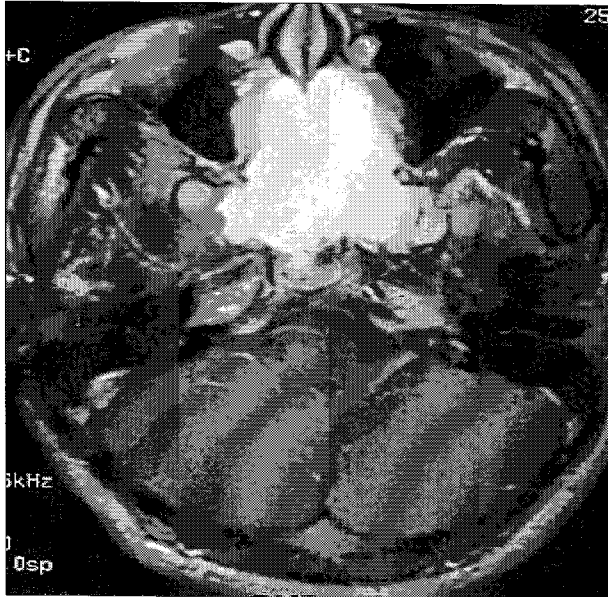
Pre-operative MRI (T1WI with gadolinium enhancement) shows well margined, high signal intensity mass which has eroded the clivus.
